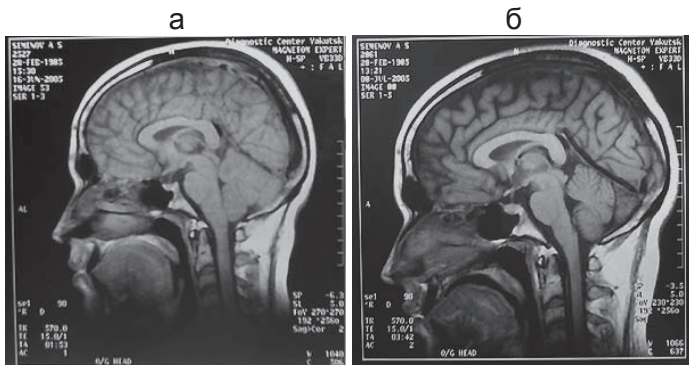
МРТ головного мозга больного А., сагиттальный срез: а – до лечения, б – после лечения
